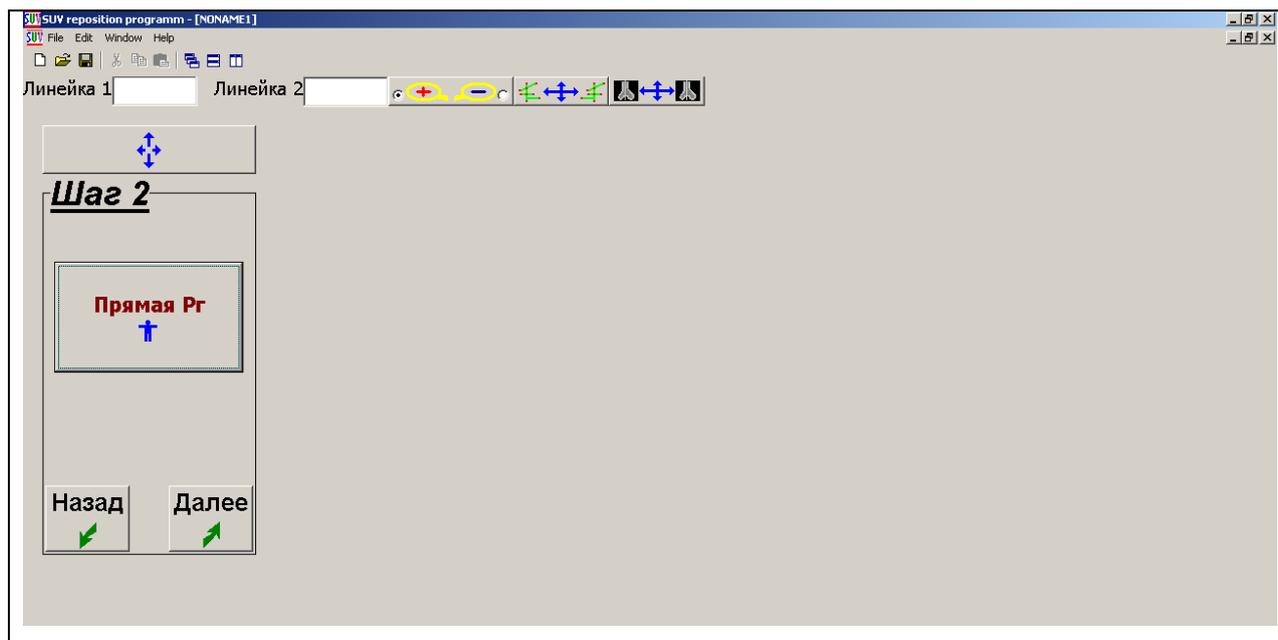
Вид окна программы Орто-СУВ перед выполнением Шага 2: «Введение прямой рентгенограммы»
